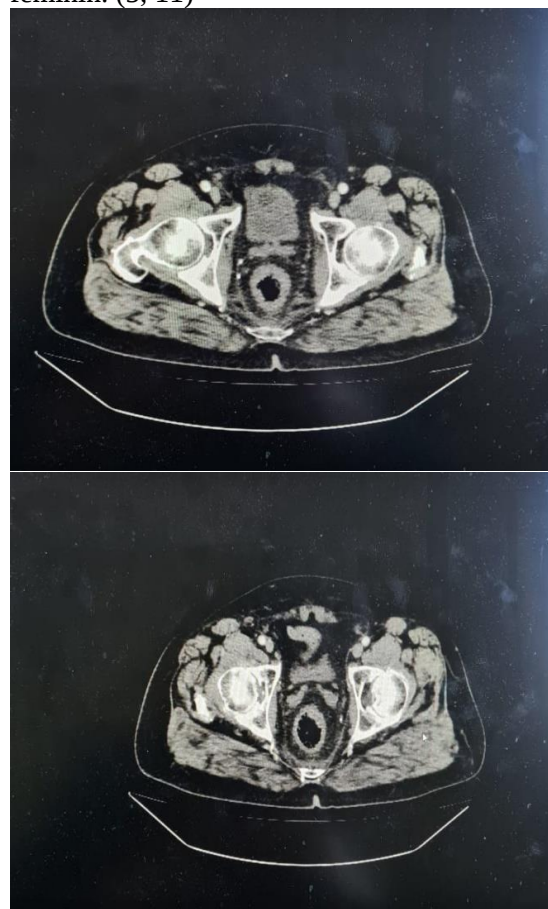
a,b - CT abdomino-pelvin cu substanță de contrast post- mucosectomie
